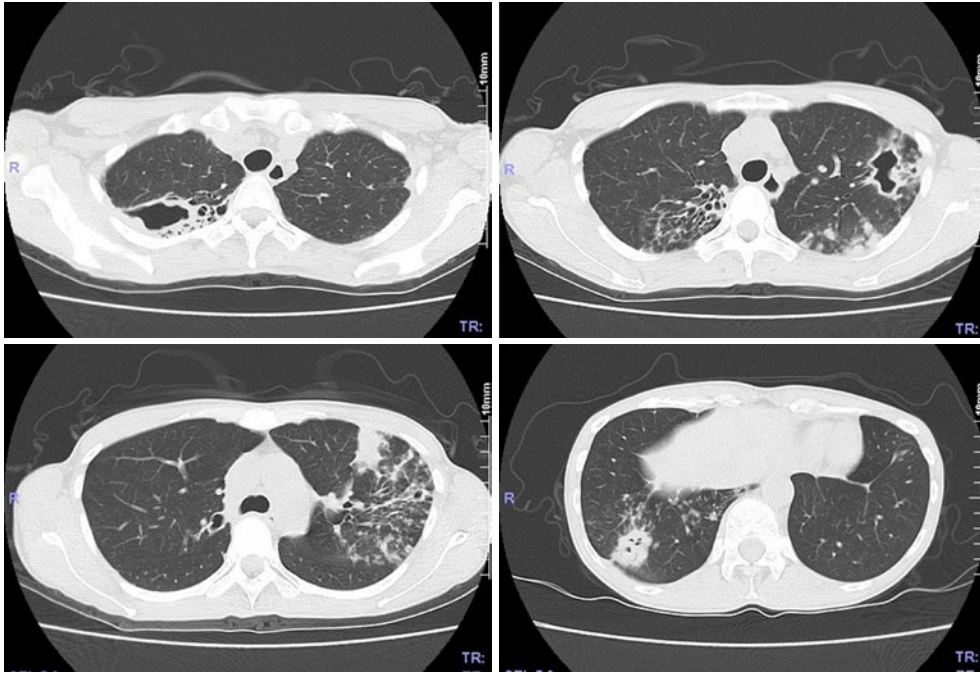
入院時胸部単純CT。右肺上葉に空洞性病変と粒状影，左上葉に空洞性病変と粒状影，右下葉に結節影と粒状影を認める。
